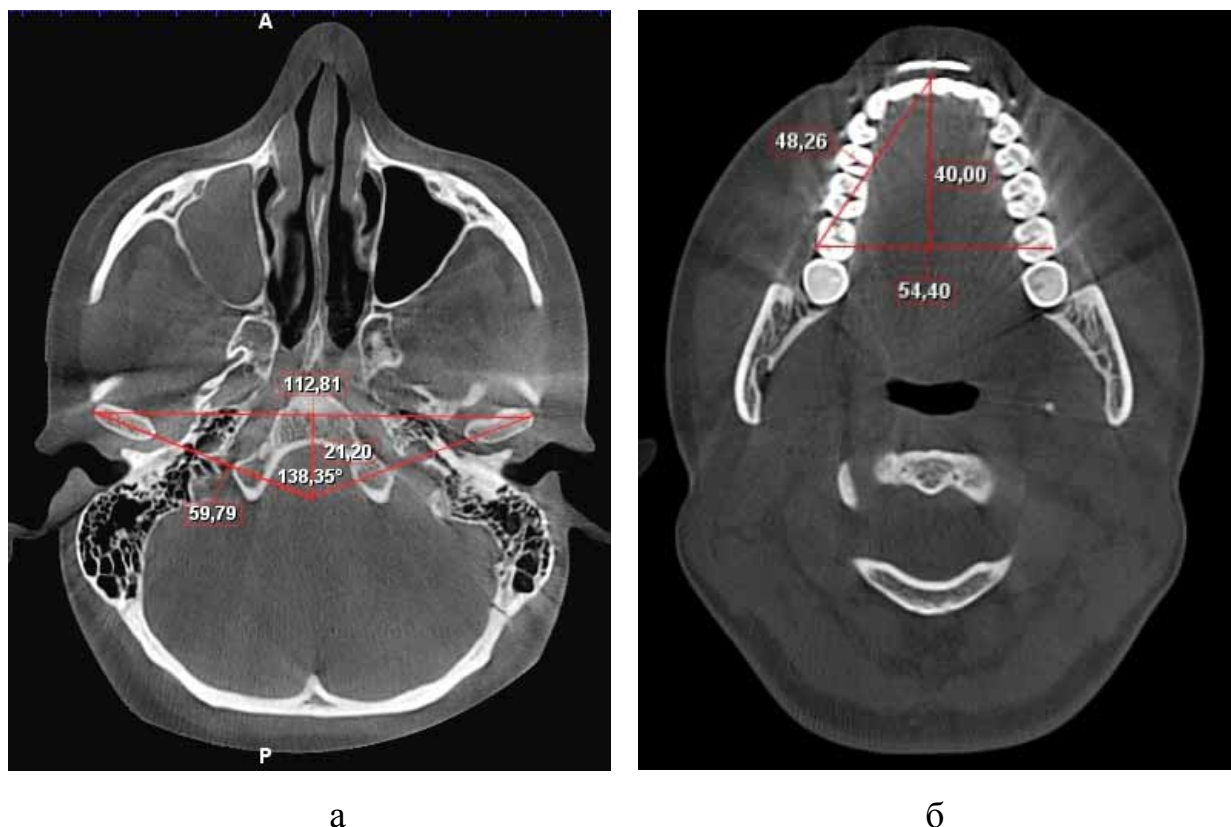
Томограммы головы на уровне суставного пространства (а) и нижней зубной дуги (б) у пациента с нормодонтизмом постоянных зубов
